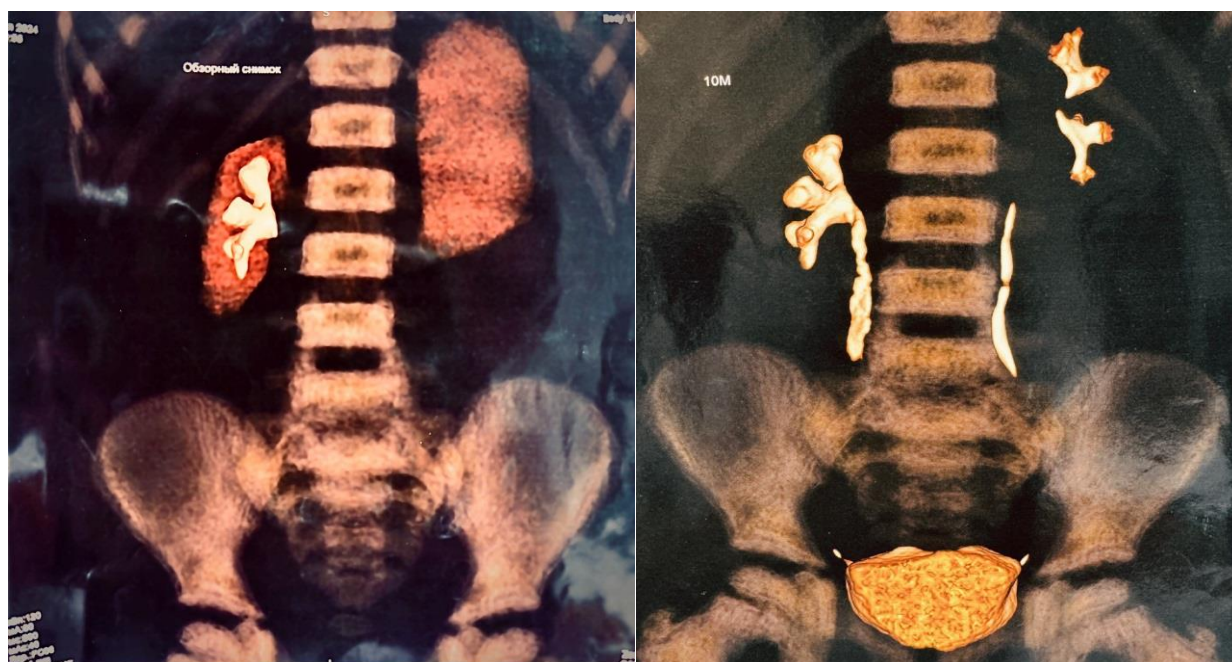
Контрастная МСКТ в 4-х проекциях. Камни правой почки.
